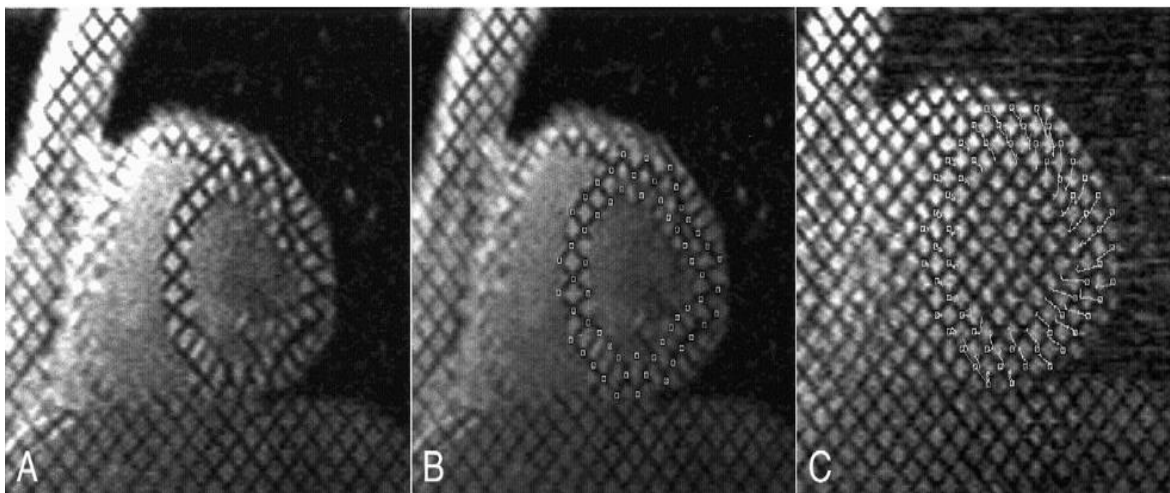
Représentation de la déformation du myocarde avec l'IRM Tagging [103].
